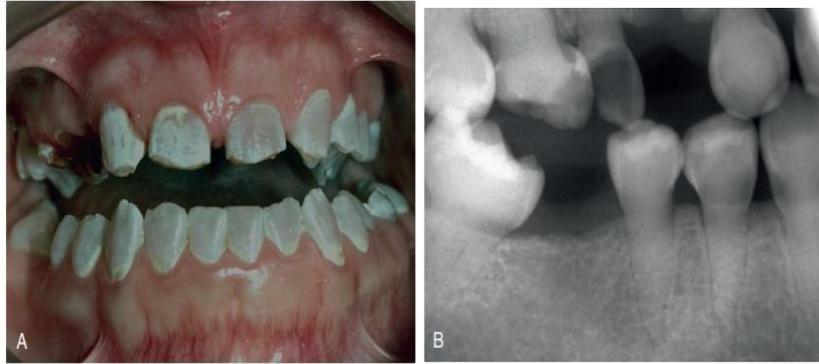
Dentición permanente que demuestra translucidez grisácea difusa. (B) Radiografía interproximal del mismo paciente que muestra coronas bulbosas, constricciones cervicales y raíces delgadas.
